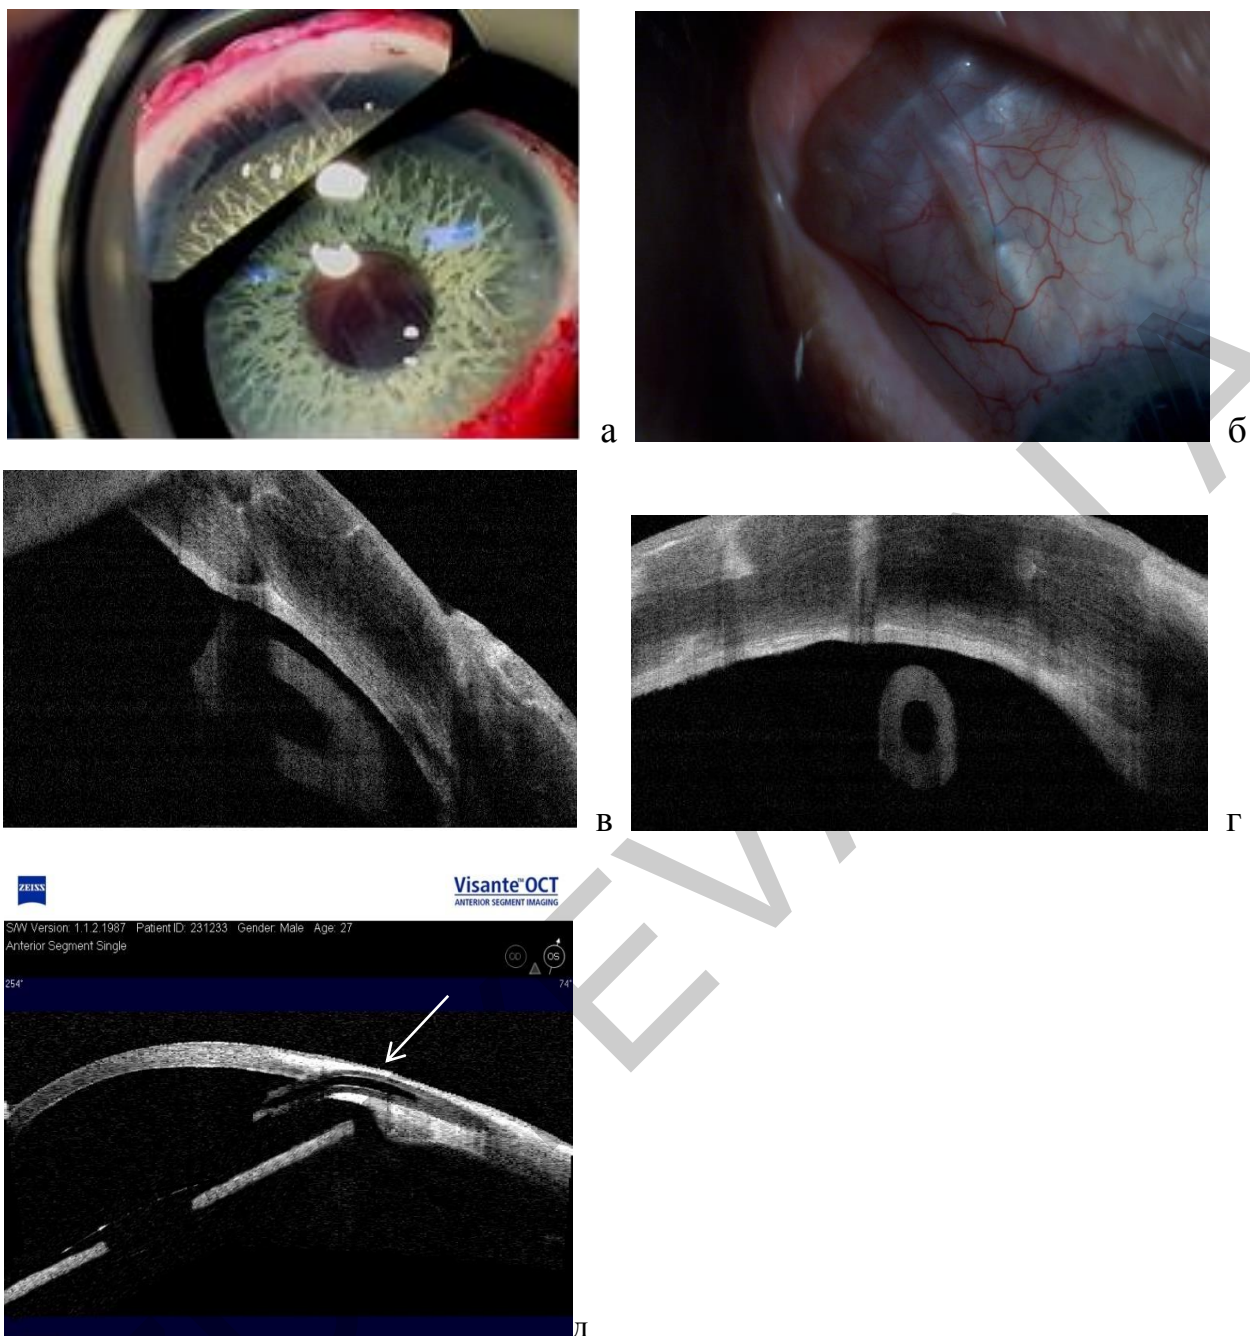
Дренажное устройство Ahmed™ Glaucoma Valve: а – при гониоскопии в глазу с ИХД; б – под конъюнктивой после имплантации; в-д – при оптической когерентной томографии
